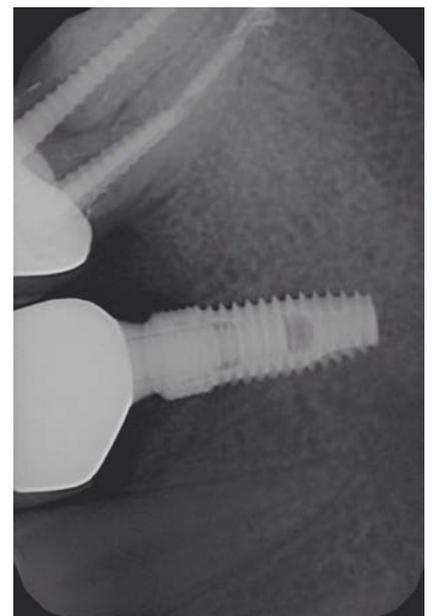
Рентгенограмма после окончания лечения.
